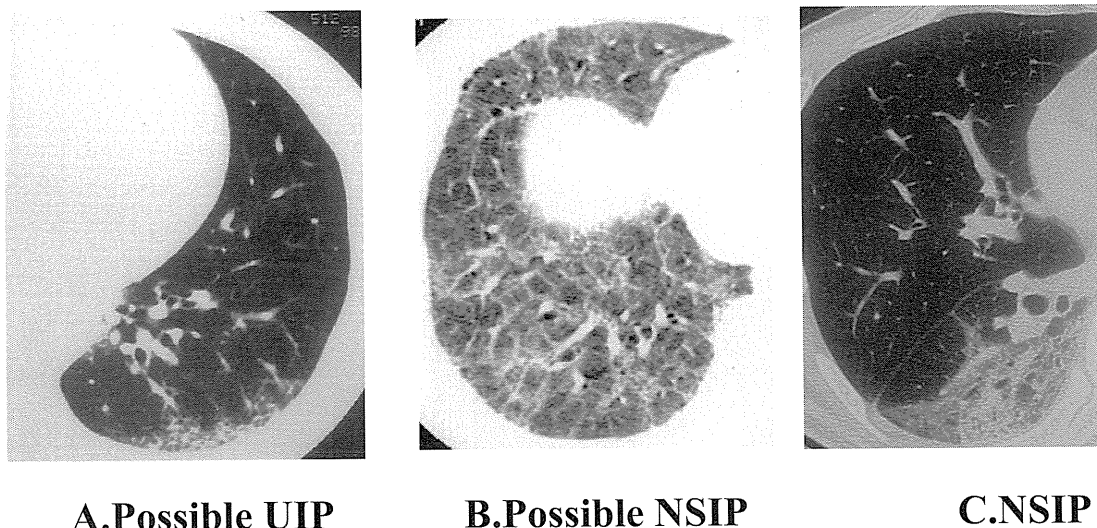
2011 IPF guide line に準じた CT 分類：Pathological NSIP
